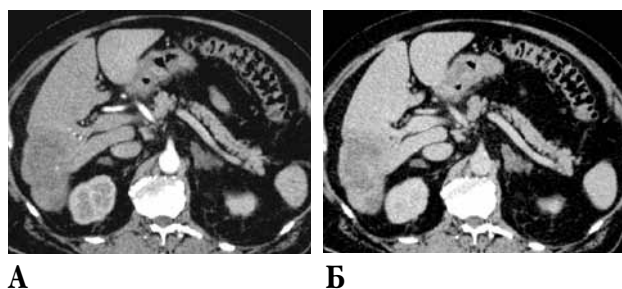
Компьютерные томограммы. Внутрипечёночная форма холангиокарциномы. А – артериальная фаза, Б – портальная фаза. Опухоль гиподенсивна в обеих фазах, имеется тракция (локальное стяжение) капсулы печени
